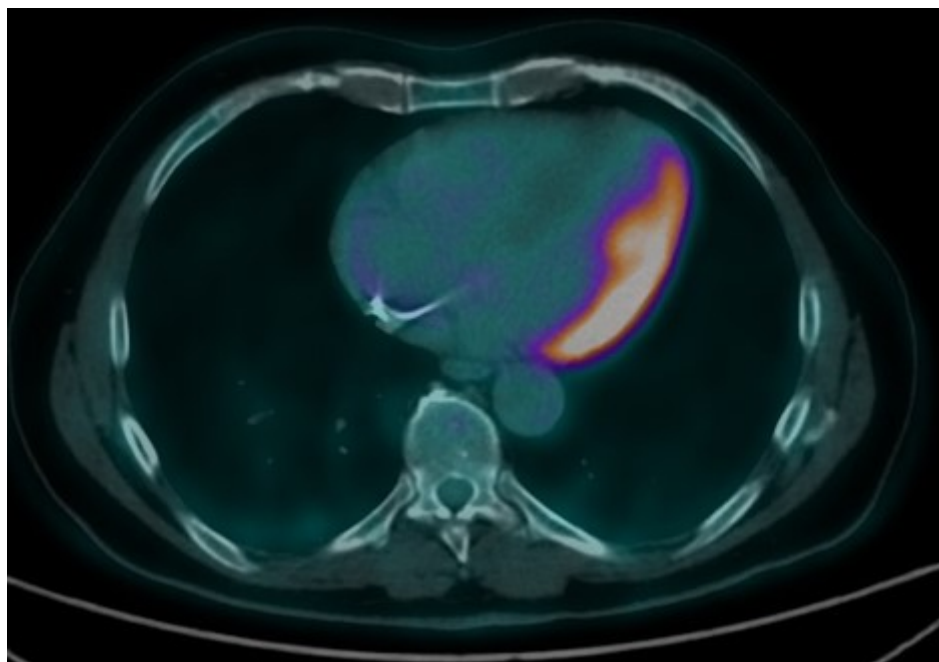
18F FDG PET realizado en un paciente de 50 años con BAV completo sin causa aparente que precisó implante de marcapasos. Se observa una adecuada supresión del miocardio y una región de hipercaptación muy intensa patológica en la cara lateral compatible con inflamación aguda.
